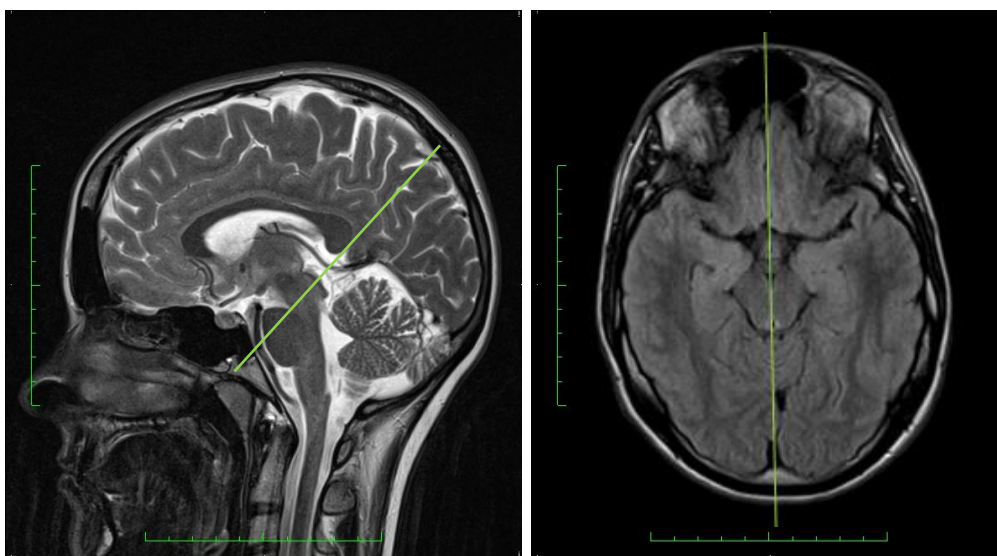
Imagem Sagital T2 com marcação do Axial *FLASH* (esquerda) e imagem Axial *FLAIR* com marcação do Sagital *FLASH*.
